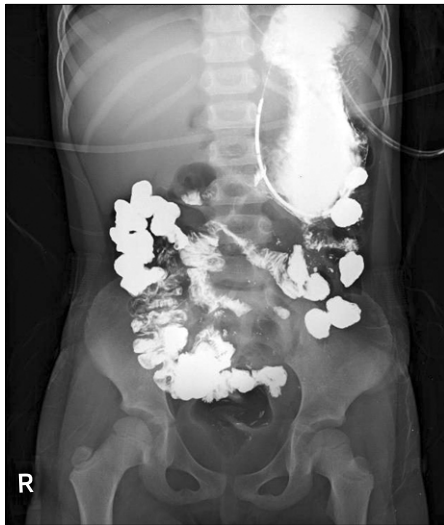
After her being transferred, the first simple abdominal x-ray in our hospital, previous upper gastro-interstitial barium study which was performed in other hospital residual barium migrates to colon with distension of stomach.
